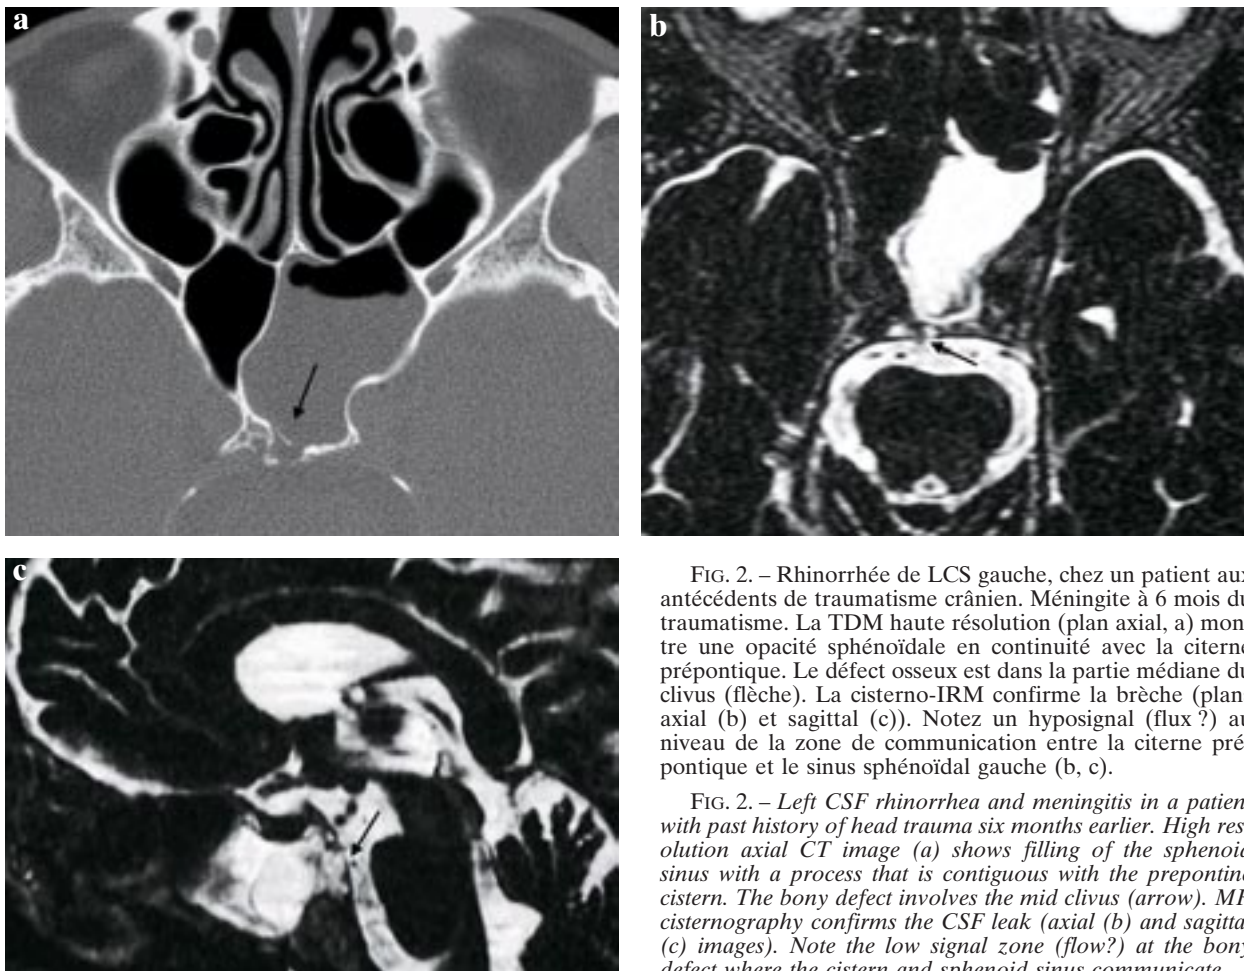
Rhinorrhée de LCS gauche, chez un patient aux antécédents de traumatisme crânien. Méningite à 6 mois du traumatisme. La TDM haute résolution (plan axial, a) montre une opacité sphénoïdale en continuité avec la citerne prépontique. Le défaut osseux est dans la partie médiane du clivus (flèche). La cisterno-IRM confirme la brèche (plans axial (b) et sagittal (c)). Notez un hyposignal (flux ?) au niveau de la zone de communication entre la citerne prépontique et le sinus sphénoïdal gauche (b, c).
